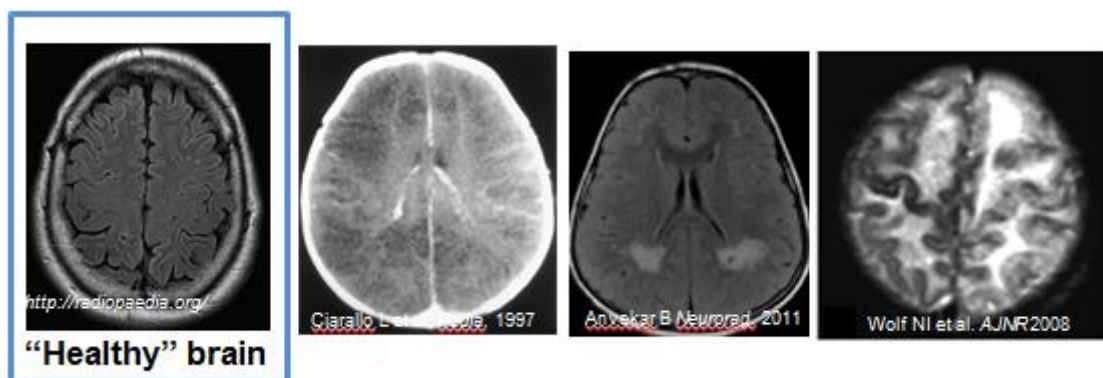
IRM d'atteintes cérébrales dues à Incontinentia pigmenti. Le 2ème et le 4ème IRM montrent une myélinisation perturbée, alors que le 3ème IRM montre une dilatation des ventricules.
